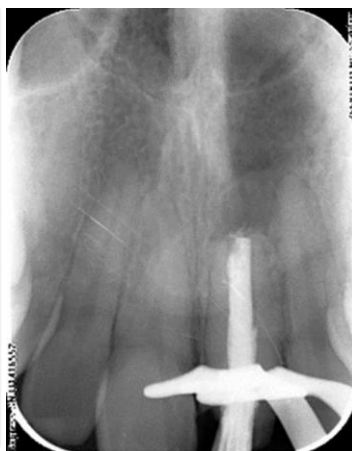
Obturación con técnica de condensación lateral modificada con ultrasonido.
